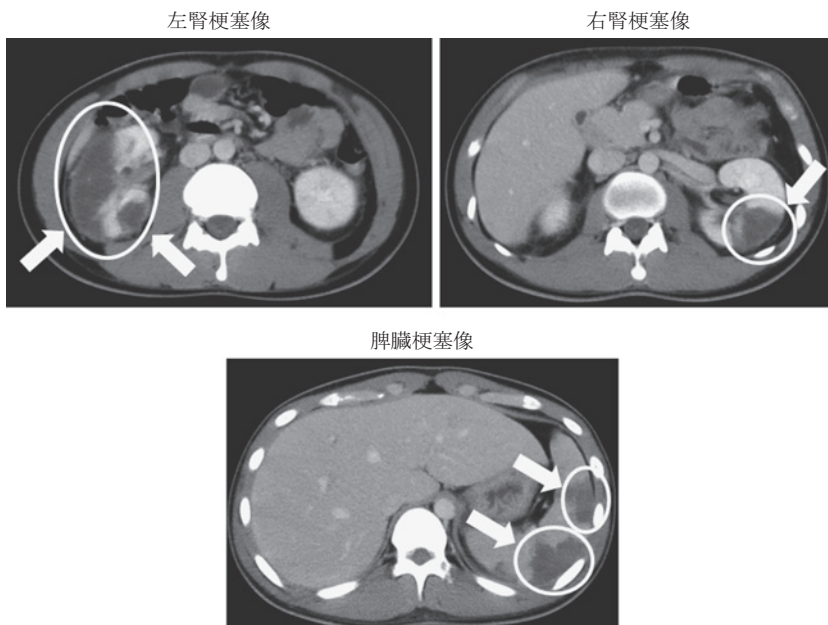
入院 1 日目, 腹部造影 CT 画像
